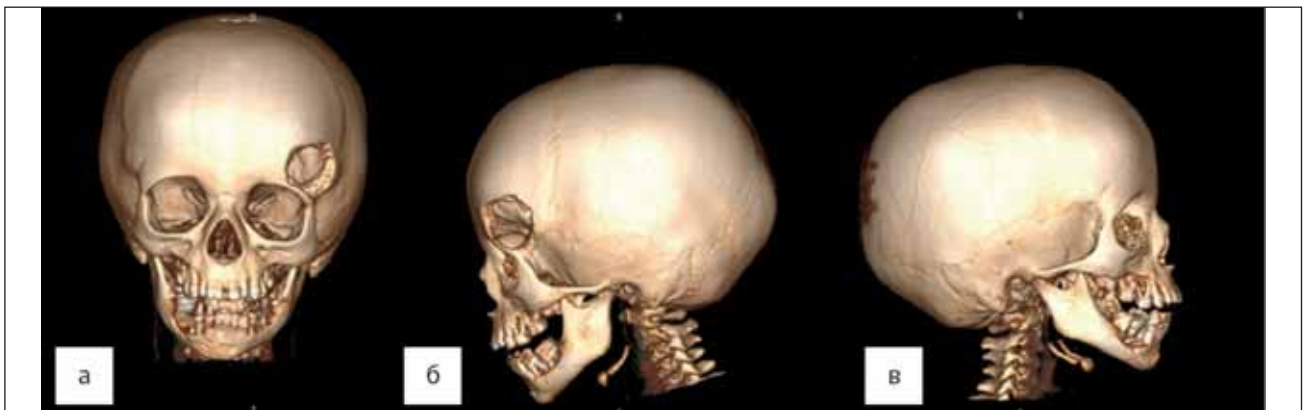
Комп'ютерна томографія голови: ознаки деструкції луски лобної кістки справа з кістковим дефектом (а, б, в); дрібне остеолітичне вогнище лобної кістки справа (в)
